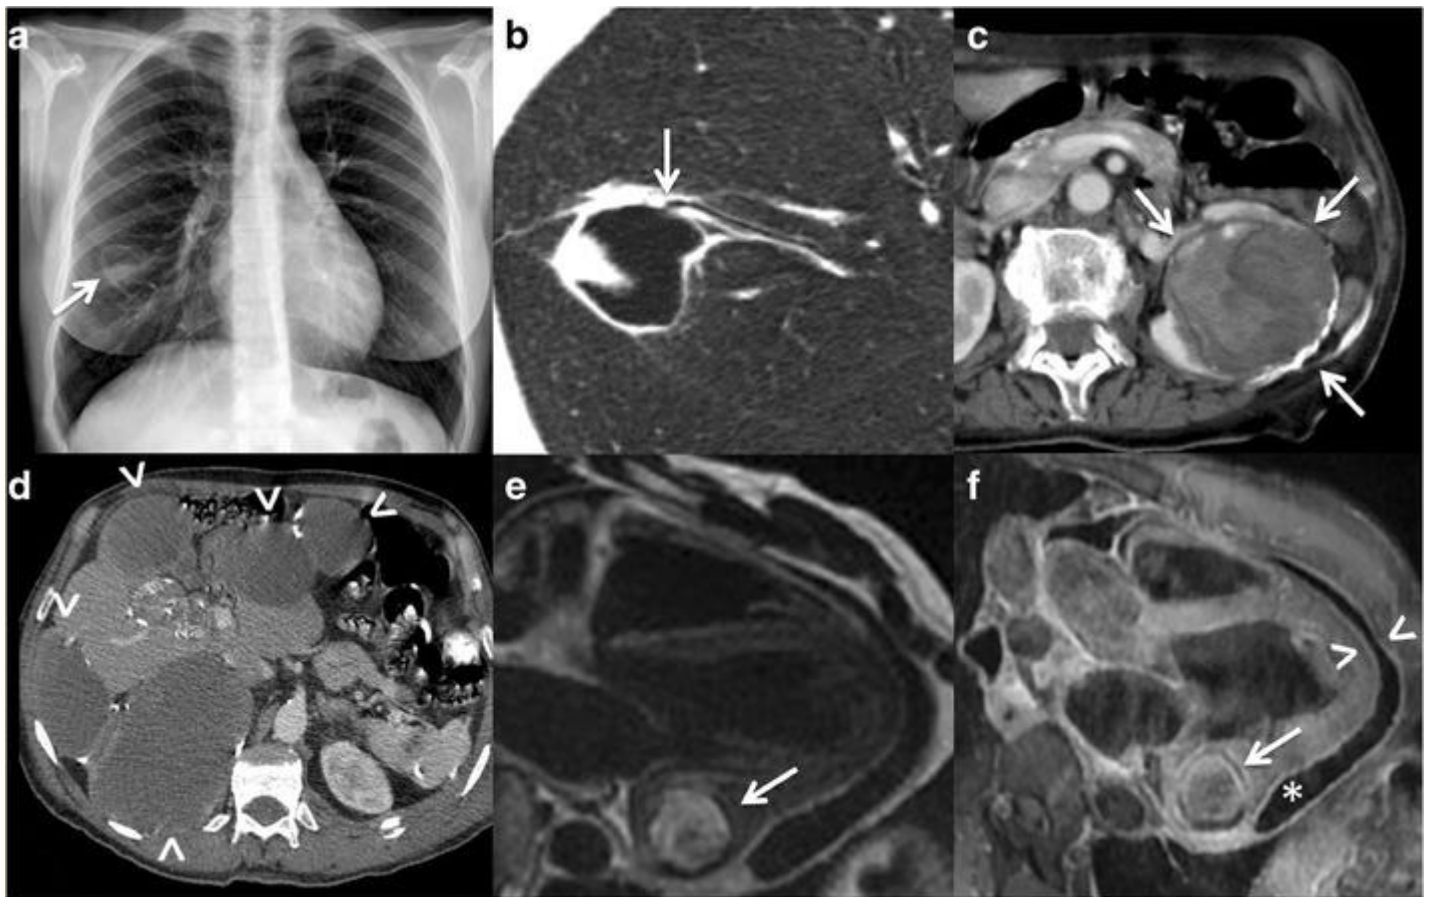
Equinococosis. a_ radiografía de tórax. Existe una lesión quística en el lóbulo inferior derecho (*flecha*) con un nivel hidroaéreo correspondiente a un quiste hidatídico pulmonar comunicado con la vía aérea. El paciente tenía expectoración de componentes quísticos.
